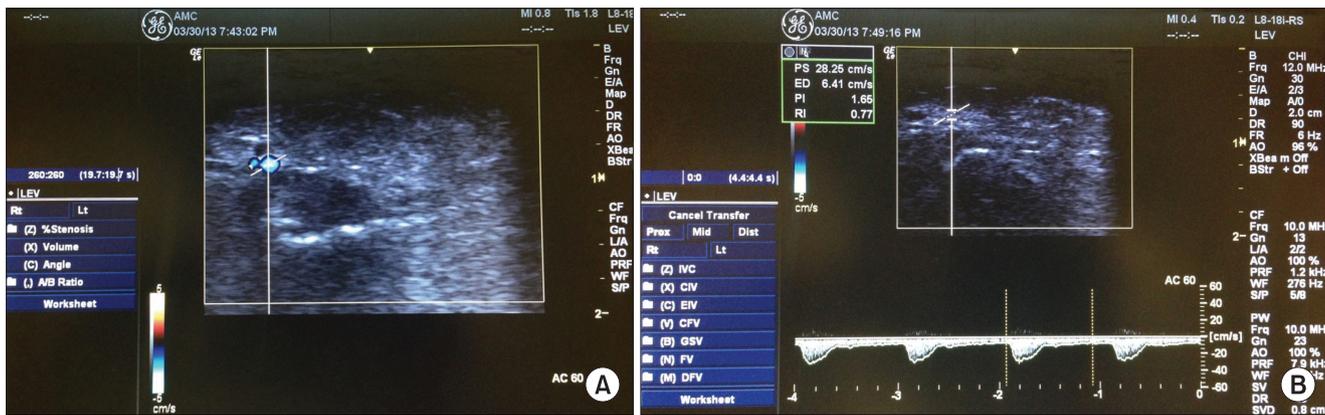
(A) Pedicle artery is traced using duplex ultrasonography, color mode. The image shows the cursor placed to the traced pedicle artery. (B) Using the doppler mode, the flow is visualized and the peak velocity is calculated after freezing the test.
